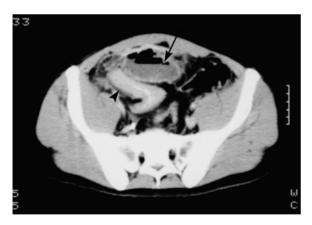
Abszess im Mesenterium (*Pfeil*), angrenzend an eine verdickte Ileumschlinge (*Pfeilspitze*). Erstdiagnose in der CT
